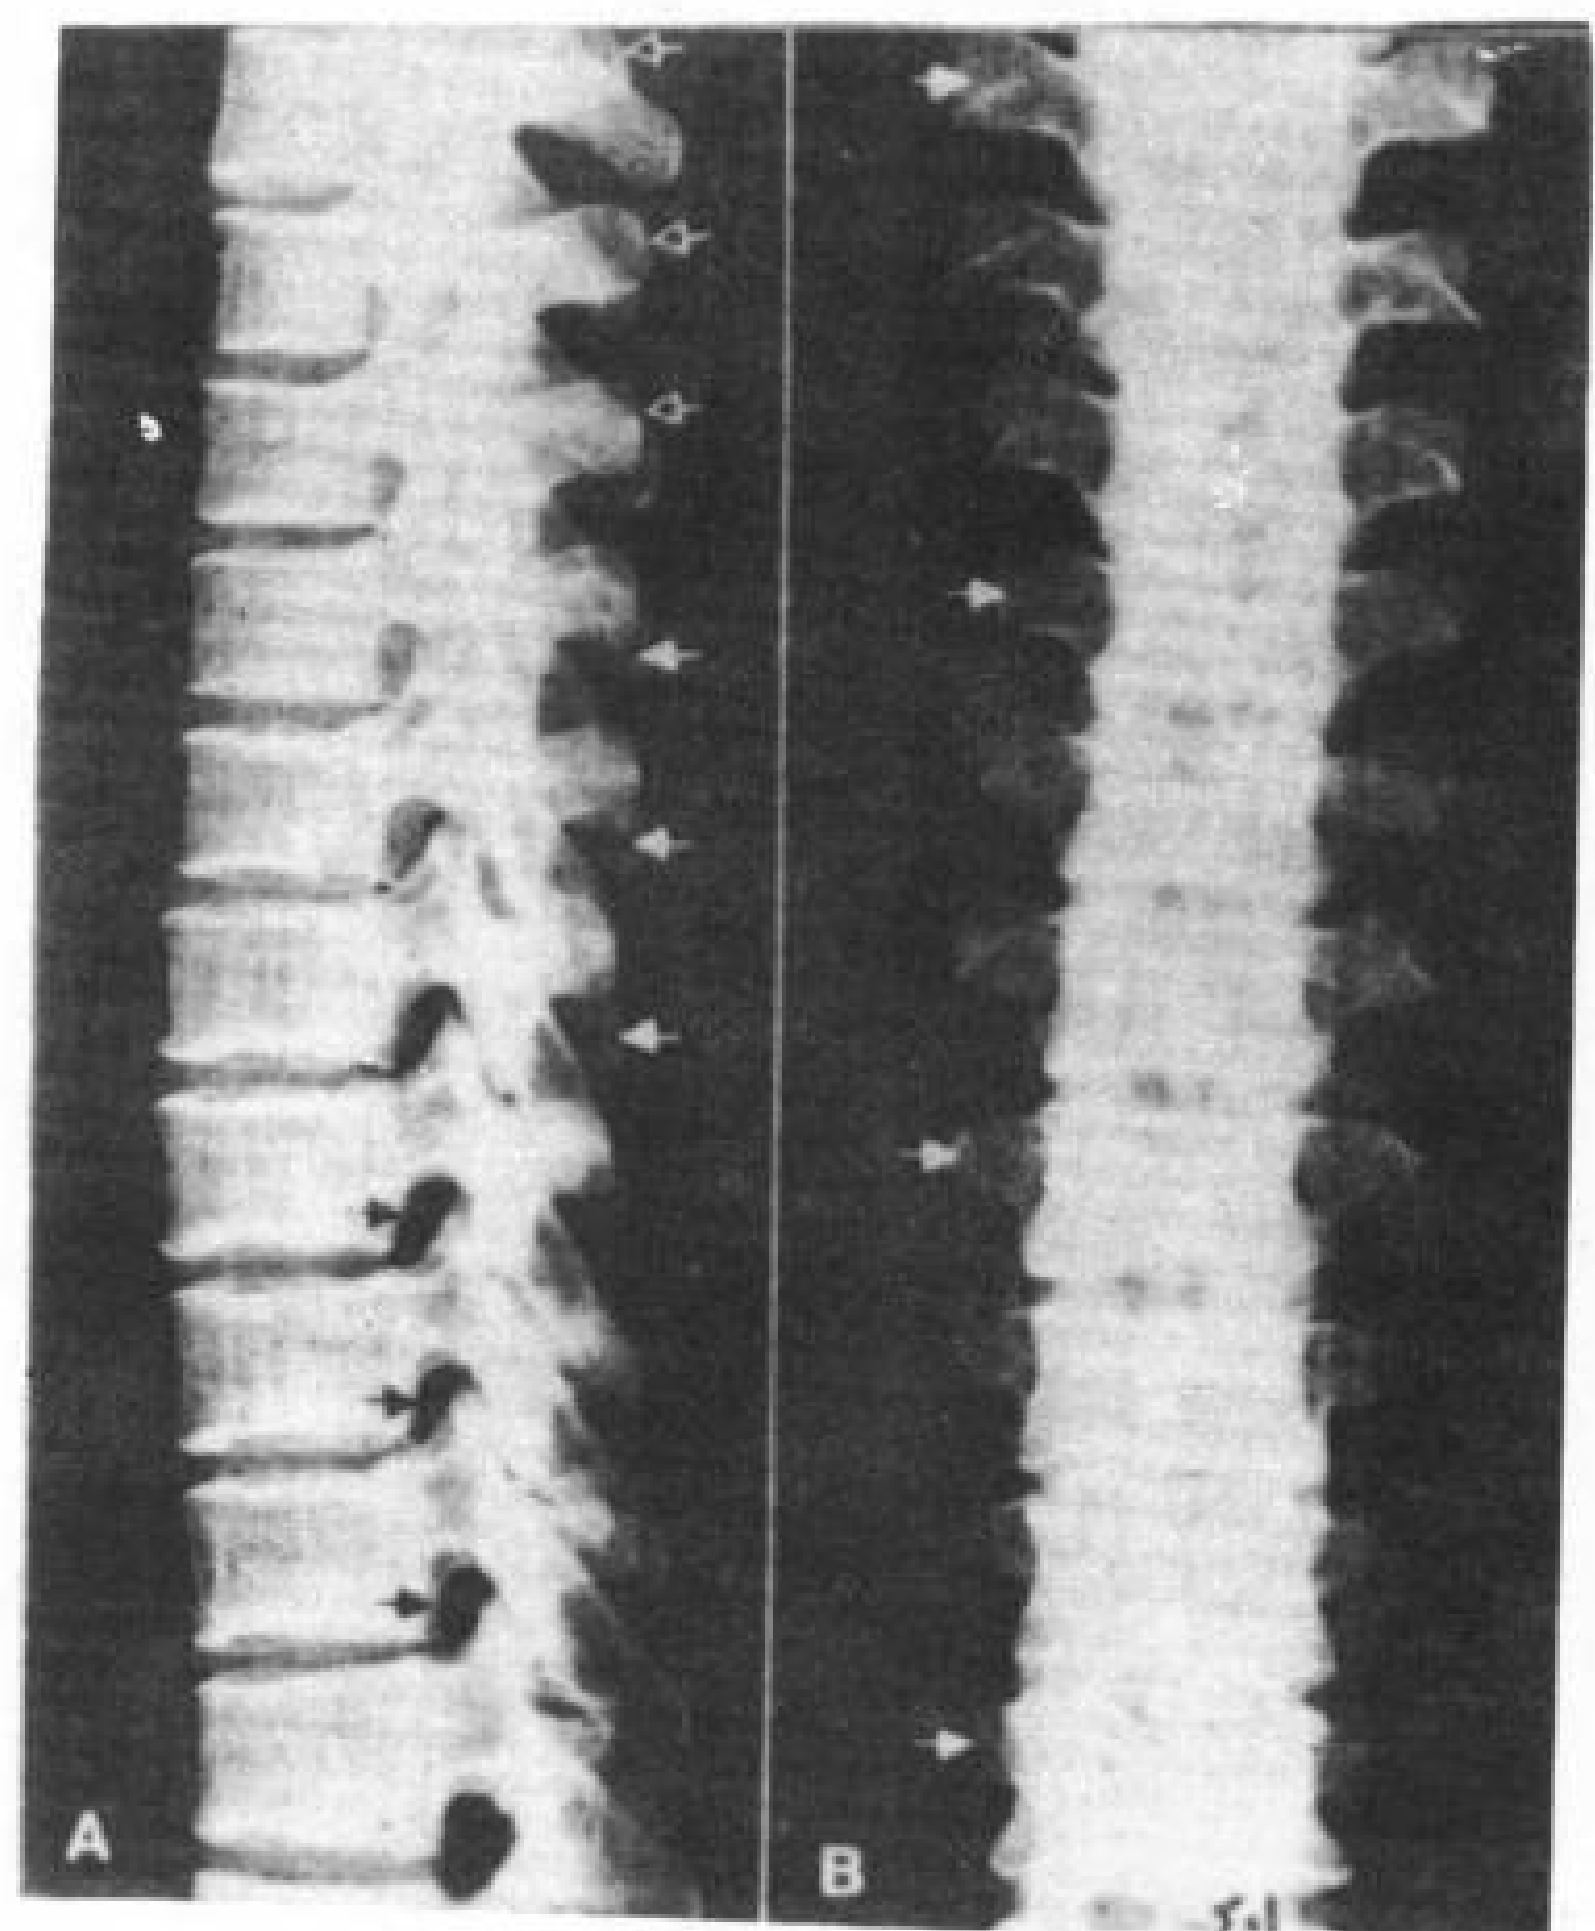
T<sub>1</sub>-T<sub>12</sub>成人干骨X线片
